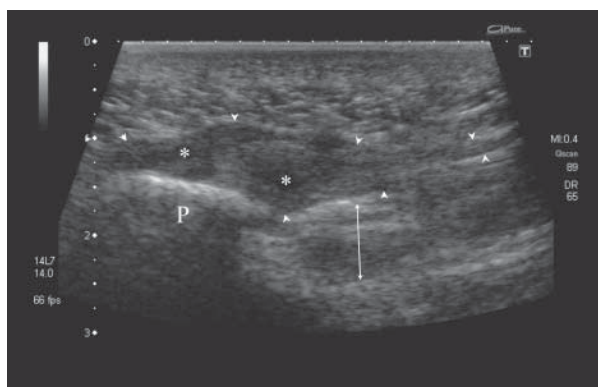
Ultrasound of a partially ruptured plantar aponeurosis at its calcaneal insertion and proximal portion. P- calcaneus (smooth outline, no signs of deep lesions in the enthesis), arrowheads – thickened outline of aponeurosis with blurred structure in the abruption area without an identifiable structure (a gap) indicating a fresh or badly rebuilding scar, double headed arrow – space of the flexor digitorum brevis muscle
